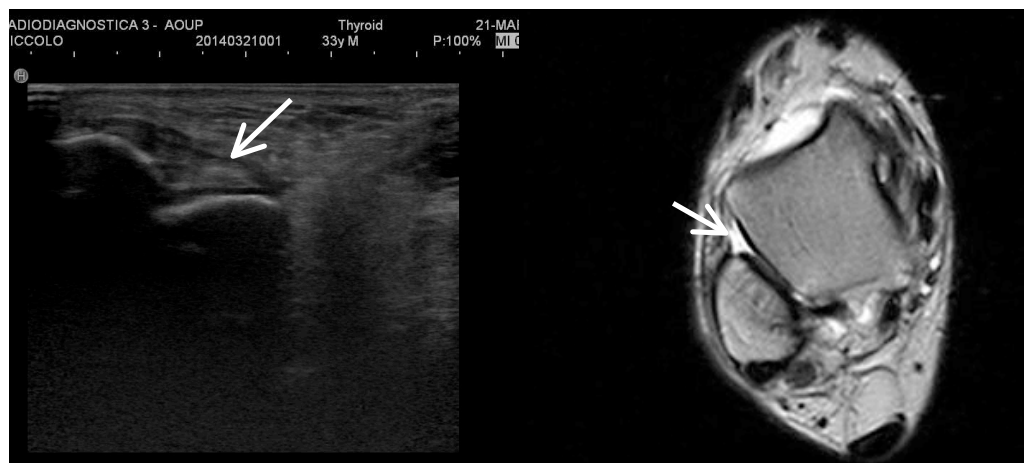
distorsione di grado 2: rottura parziale del leg. PAA. Particolare Eco ed RM
